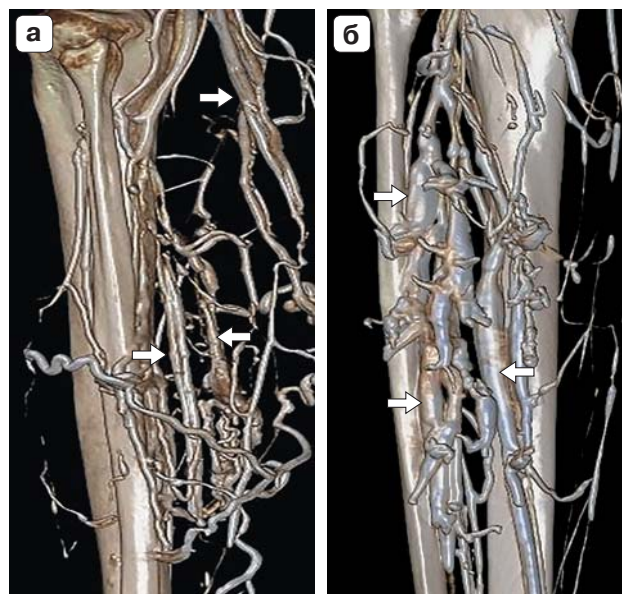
Контрастно-усиленная прямая CT-Venography (CE DCTV) с 3D-реконструкцией качественно визуализирует икроножные и камбаловидные венозные коллекторы голени. На MR-венограммах демонстрируется цилиндрическая форма внутримышечных вен голени в норме (а) и протяженная фузиформная эктазия внутримышечных вен голени у пациентов с варикозной болезнью C3–C4 клинических классов по CEAP (б).
